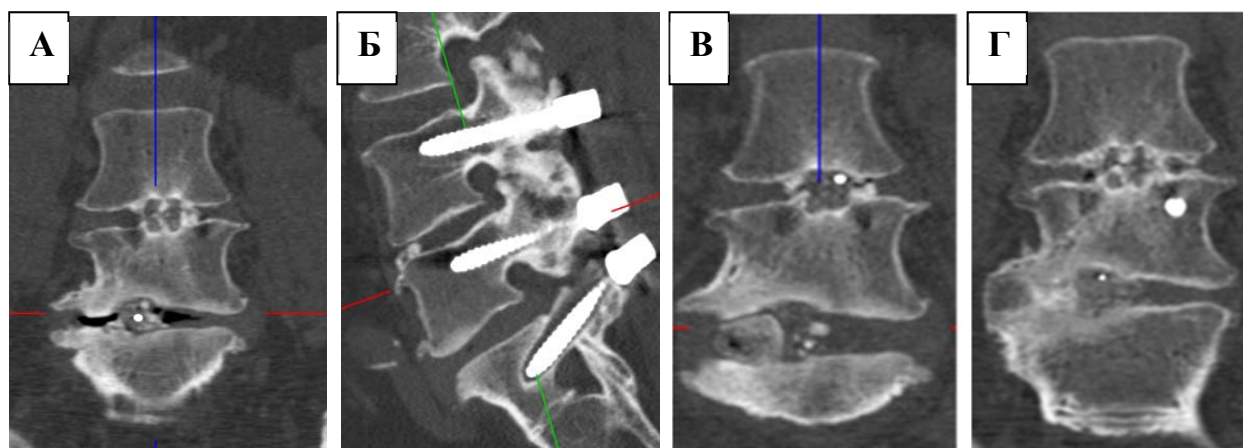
Способ ревизионного вмешательства по поводу псевдоартроза после межтелового спондилодеза: предоперационная КТ во фронтальной плоскости (А), предоперационная КТ в проекции винтов (Б), послеоперационный контроль (В), послеоперационный контроль через 12 месяцев после ревизионного вмешательства (Г)
